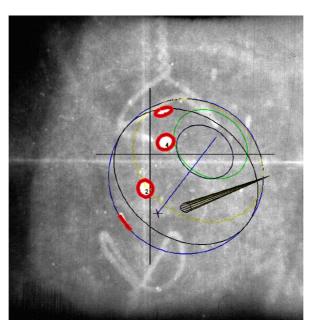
Сравнение экспериментальной рентгенограммы с данными планирования в EyePlan с учетом поправки на γ-угол для больного В.
